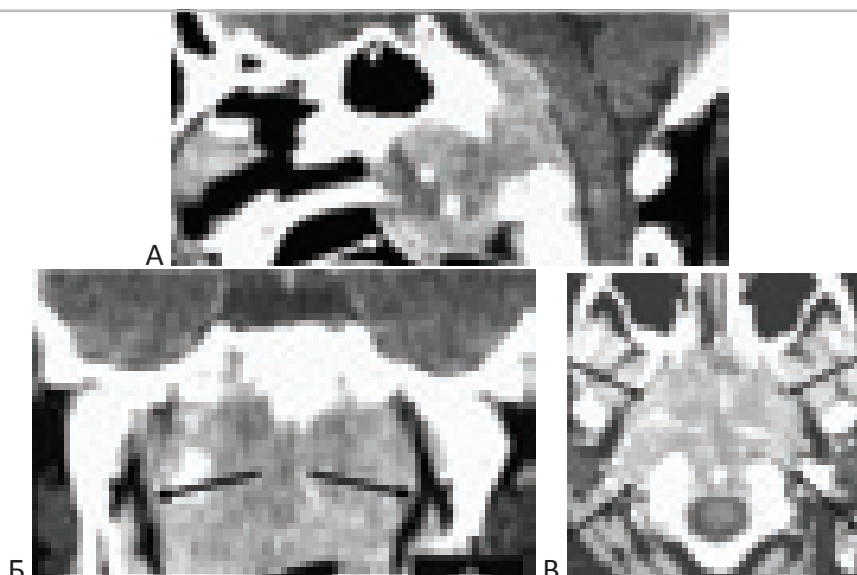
КТ больного с хордмой основания черепа до операции.
